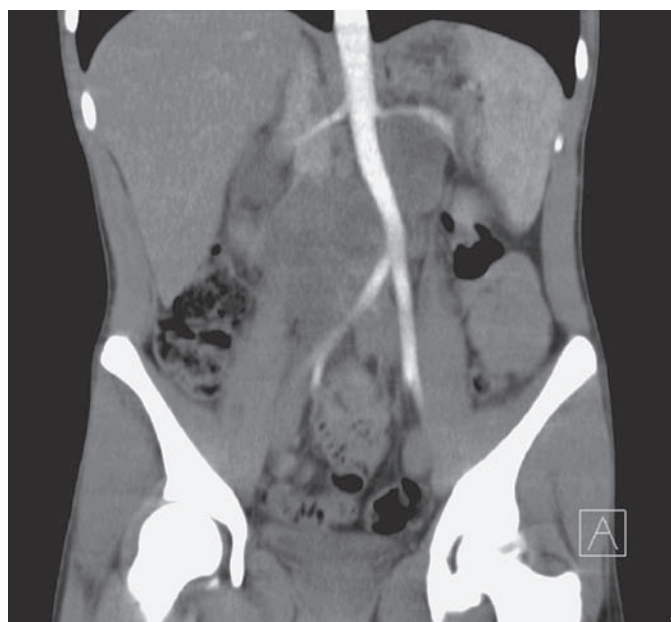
Imagen por tomografía computarizada de compresión de la arteria aorta por el tumor retroperitoneal.
